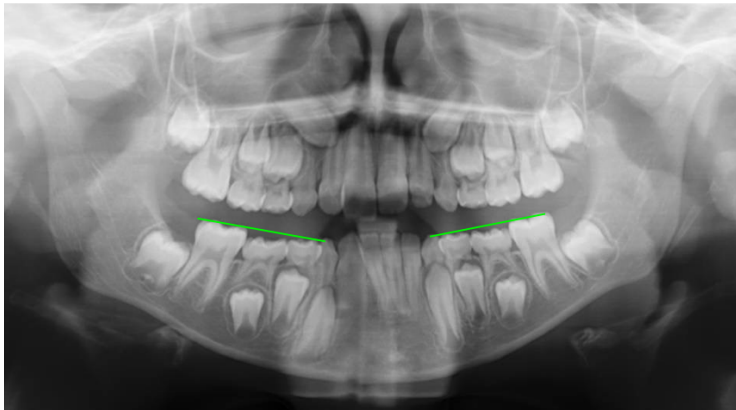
Representación en una radiografía panorámica de muestra de las líneas PO-D y PO-I.
